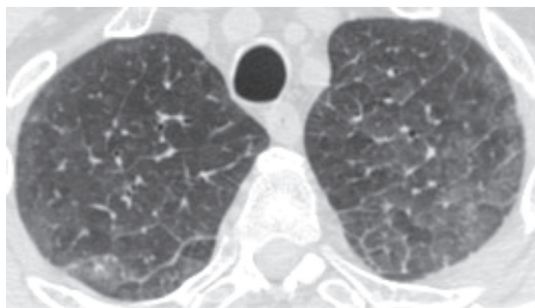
TAC de tórax. Opacidades en vidrio esmerilado en ambos lóbulos superiores y nódulos pulmonares irregulares (flechas rojas) en la periferia de LSD y LSI, entre áreas de vidrio esmerilado.
